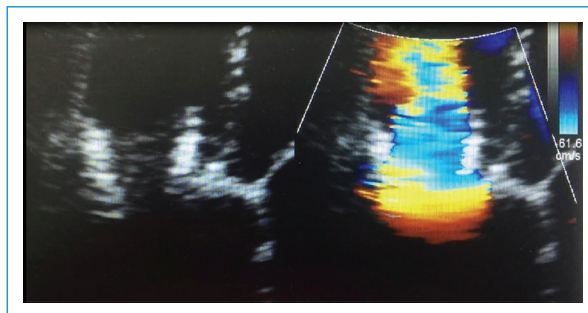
Ecocardiograma transtorácico con bioprótesis de funcionamiento normal, gradiente medio de 4.8 mmHg e insuficiencia trivial.
